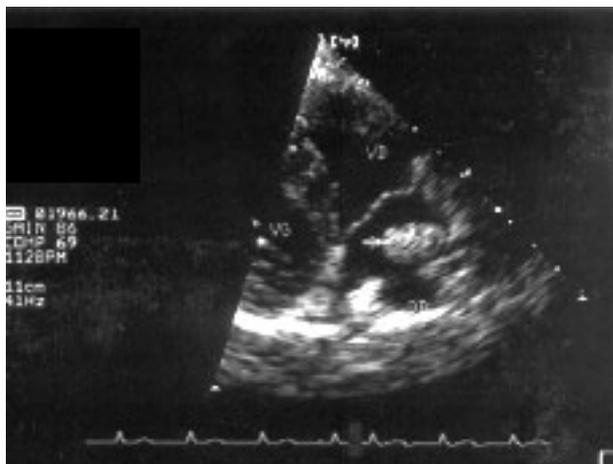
Echocardiographie transthoracique : volumineuse masse intra-auriculaire droite [tête de flèche] ; OD = oreillette droite ; VD = ventricule droit ; VG = ventricule gauche
